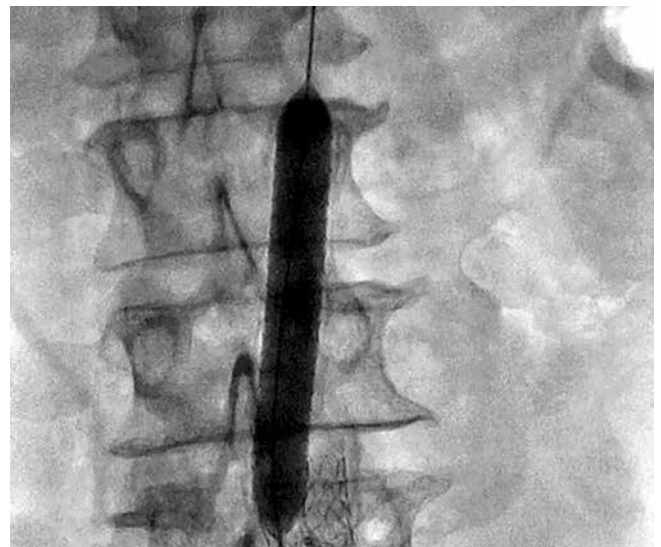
Рентгеноскопия терминального отдела аорты. Имплантация стента в брюшной отдел аорты
